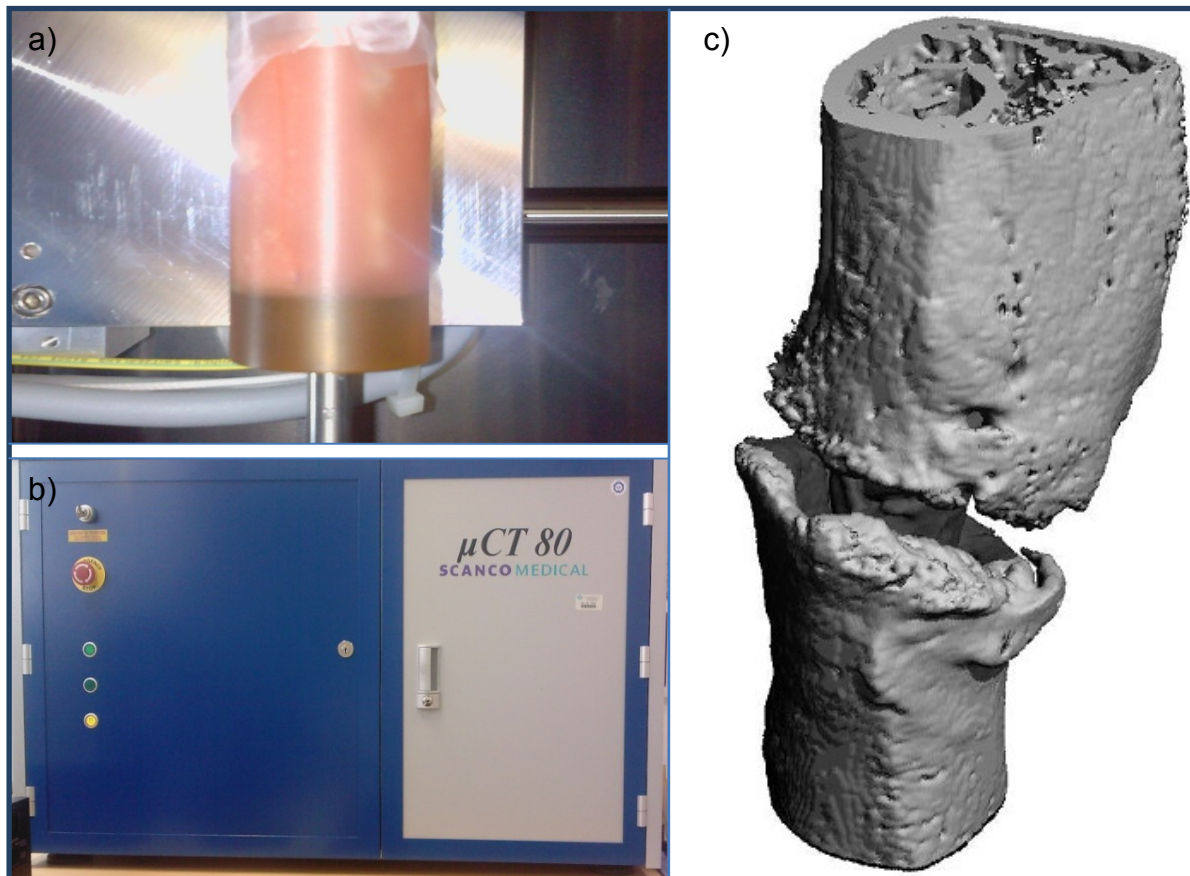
Tibia in µCT- Behältnis (a), µCT in Betrieb (b) und vollständiger Scan (c).
